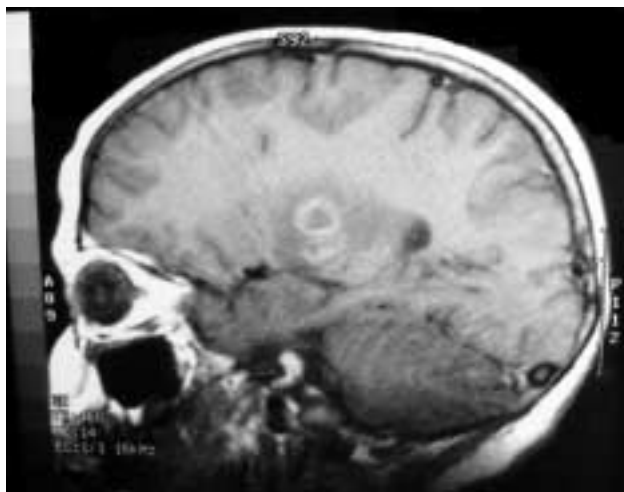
RM 7º día, lesión expansiva y hemorrágica en cápsula interna, núcleo lenticular y tálamo derecho con edema vasogénico asociado.
